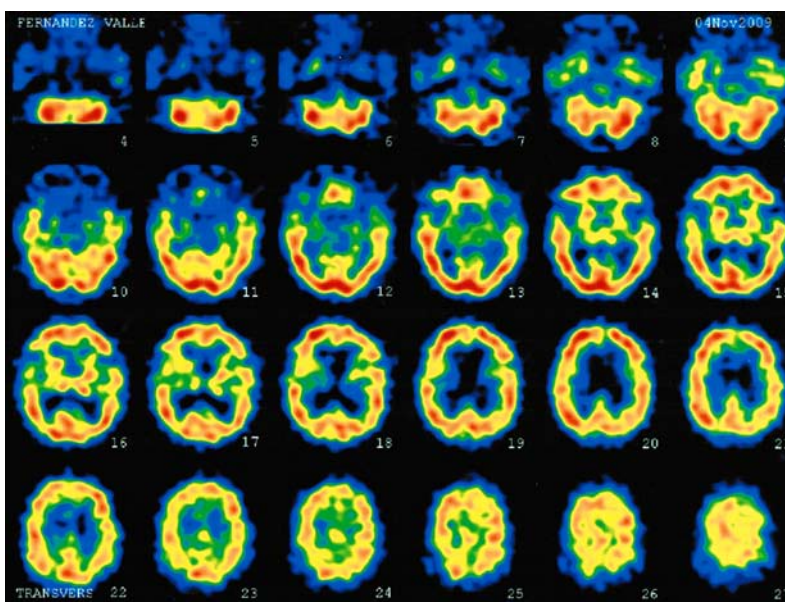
SPECT cerebral con cortes transversales en los que se observan signos de leve atrofia cortical y deterioro de la perfusión frontotemporal bilateral de características primarias, compatible con deterioro primario frontotemporal.
